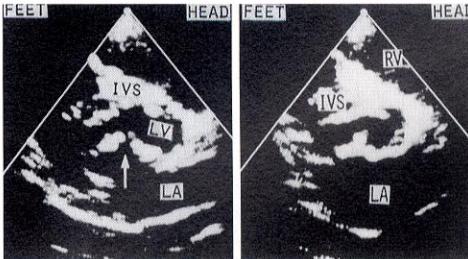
心内膜症欠損症におけるmitral cleftのMモードおよび二次元エコー像
